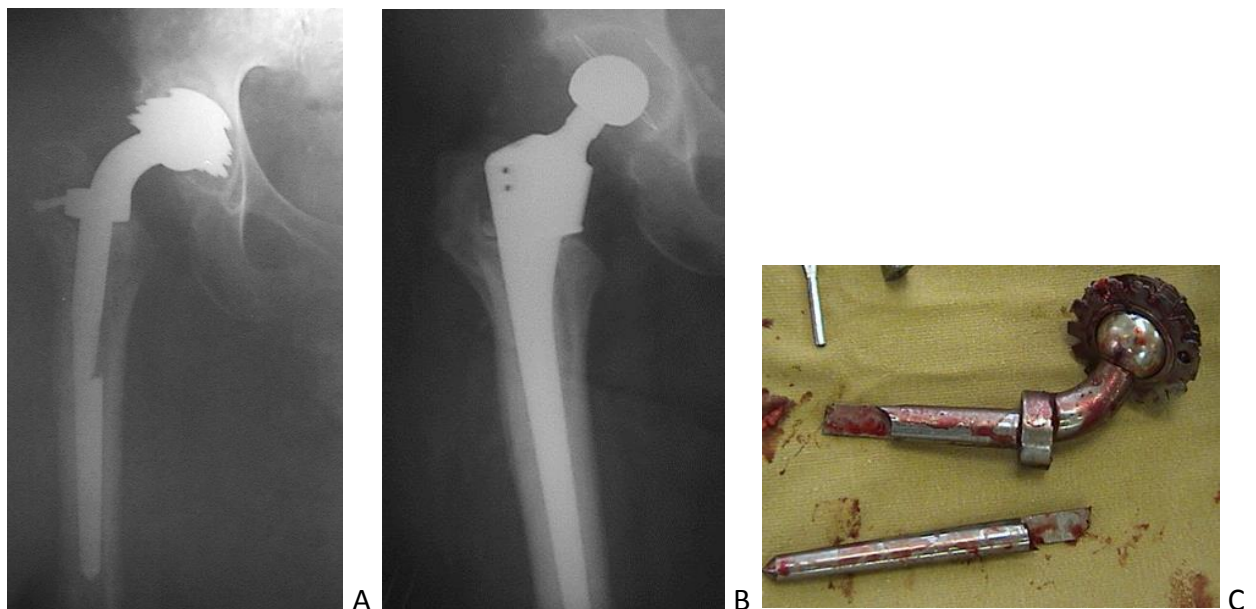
А. Рентгенограммы пациентки Н. 59 лет. Перелома ножки Сиваша в канале бедра. В. Рентгенограмма после ревизии с использованием бедренного компонента ревизионная ножка ЭСИ с калькарной вставкой цементной фиксации. С. Внешний вид удаленного эндопротеза Сиваша. Перелом ножки на уровне технологического отверстия «окна».
